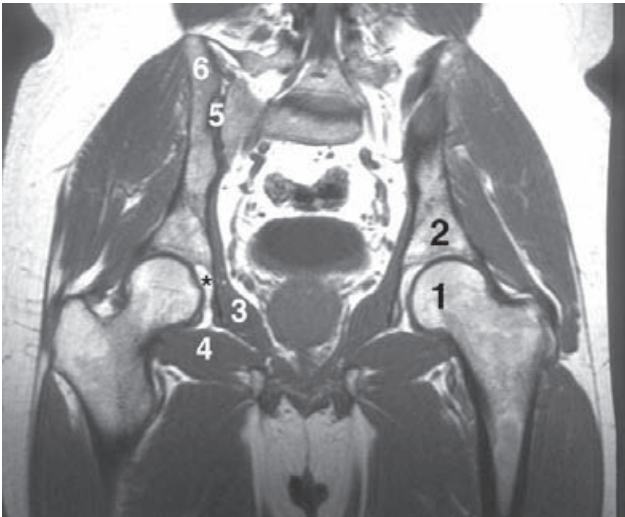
RM coronal por las articulaciones coxofemorales. 1) Cabeza femoral. 2) Acetábulo. 3) Músculo obturador interno. 4) Músculo obturador externo. 5) Articulación sacroilíaca. 6) Ílion. Fosa acetabular (asterisco).
